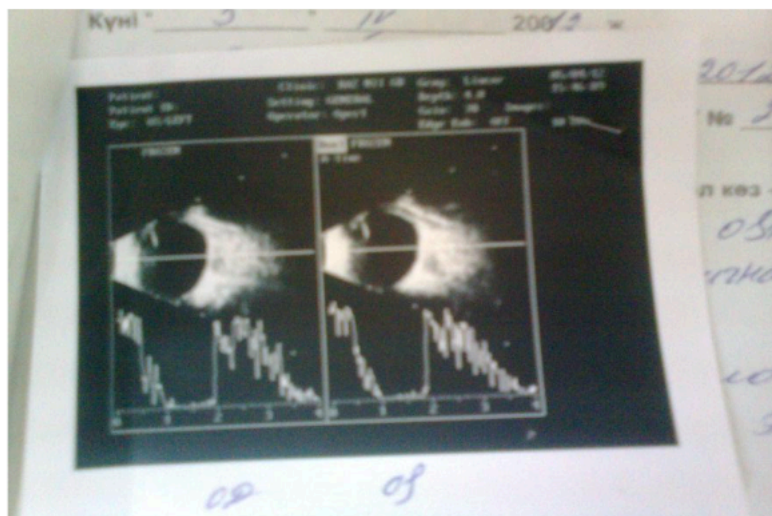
УЗИ простой гипертрофической формы гемангиомы нижнего правого века у б-го Е., 6 мес.
